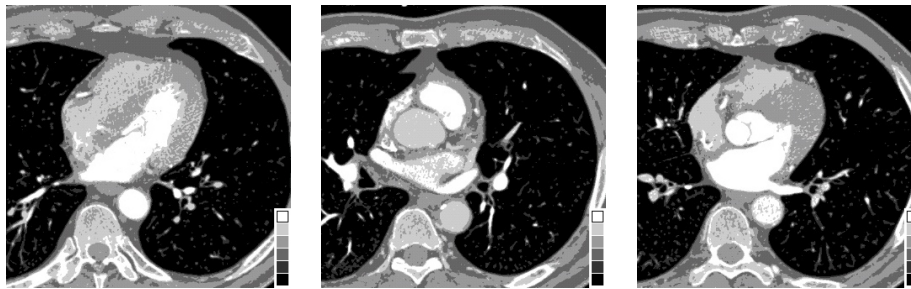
Axiale Schichten des vorsegmentierten CT-Datensatzes, der nur noch die Grauwerte $G = \{0, 1, 2, 3, 4, 5\}$ enthält. Die beiden höchsten Label 4 und 5 können den kontrastmittelgefüllten Herzstrukturen, sowie den umliegenden Knochen zugeordnet werden.
